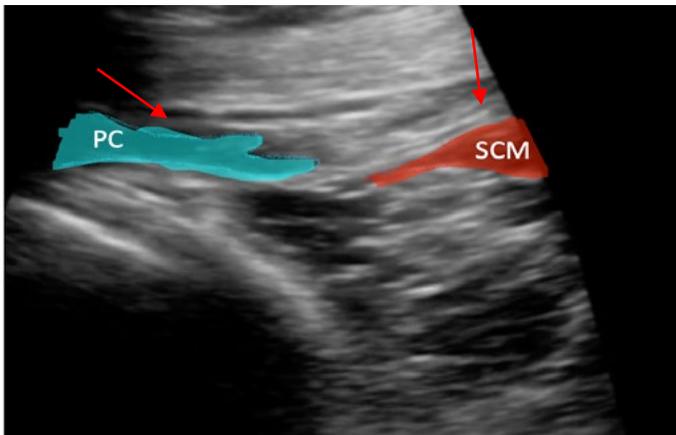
Ultrasonografía de región del plexo cervical superficial (14).
